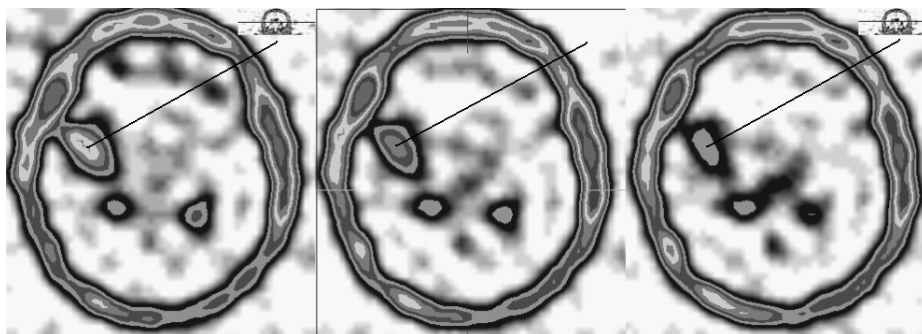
Большой С., 56 лет. Глиобластома правой височной доли. Томосцинтиграммы головного мозга в аксиальной плоскости через 4 ч после введения РФП. Сохраняется высокий уровень гиперфиксации РФП в правой височной доле (стрелка)
